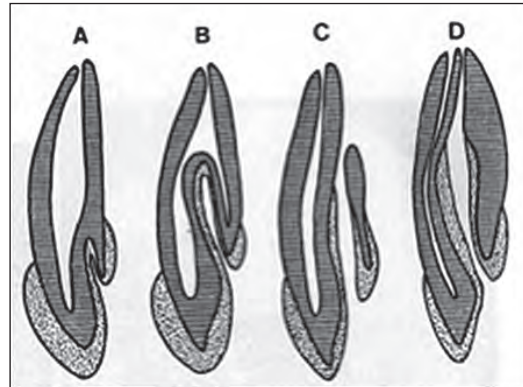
Clasificación según Oehlers: A. Tipo 1; B. Tipo 2; C. Tipo 3 con un segundo foramen en el área periodontal; D. Tipo 3 con un segundo foramen en el área periapical (5).
